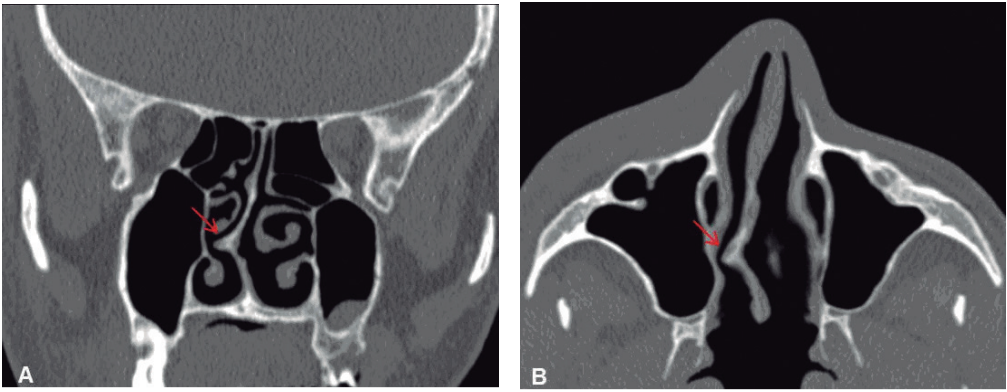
TC con reconstrucción MPR en coronal (A) y axial (B). Espolón (flecha roja) asociado a desviación septal, produciendo leve hipoplasia secundaria del cornete medio derecho.
